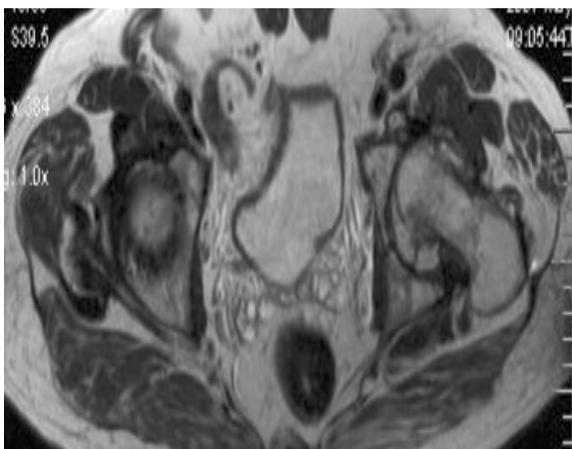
Пациент 68 лет. На МР томограммах в T2 и PD VI определяется грибовидная деформация головки левой бедренной кости, с кистовидной перестройкой костной ткани и смещением ее вверх по типу подвывиха за счет уплощения вертлужной впадины. Асептический некроз головки левой бедренной кости V стадии.
